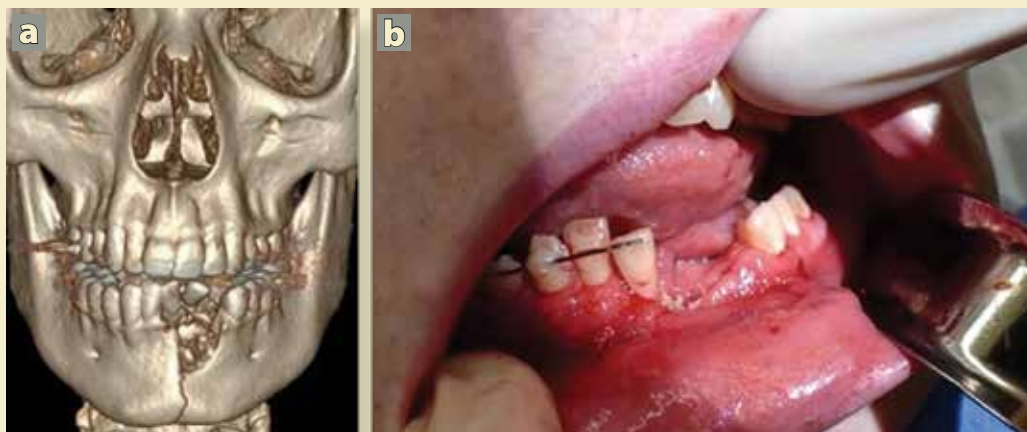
a) Paciente masculino de 17 años de edad quien presenta fractura desplazada de mandíbula con pérdida de piezas dentarias después de la explosión de un cigarrillo electrónico. Reconstrucción 3D por tomografía. b) Imagen clínica del paciente a las 6 semanas de seguimiento que muestra consolidación de la fractura y buena recuperación
